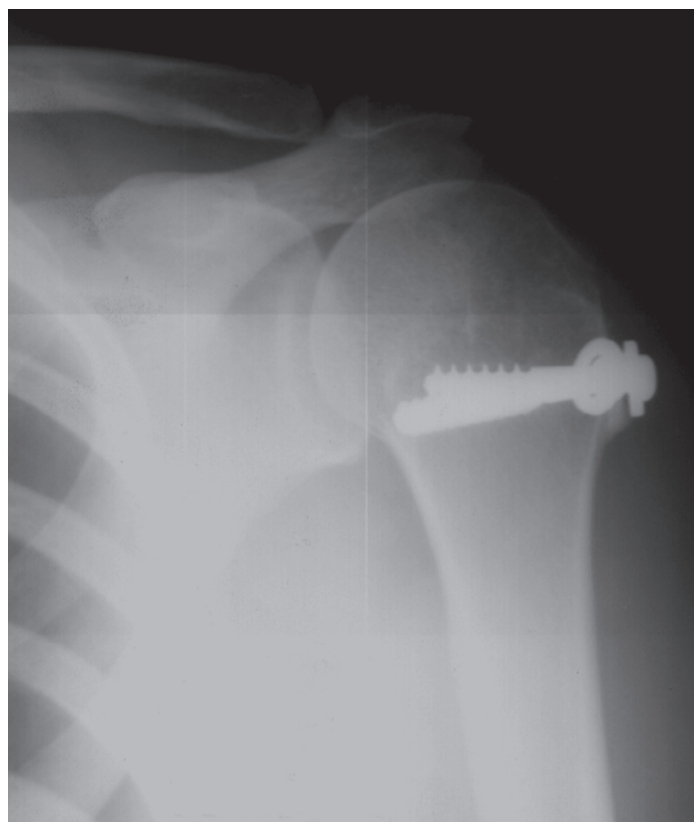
Рентгенограмма плечевого сустава с миграцией спонгиозных винтов.
